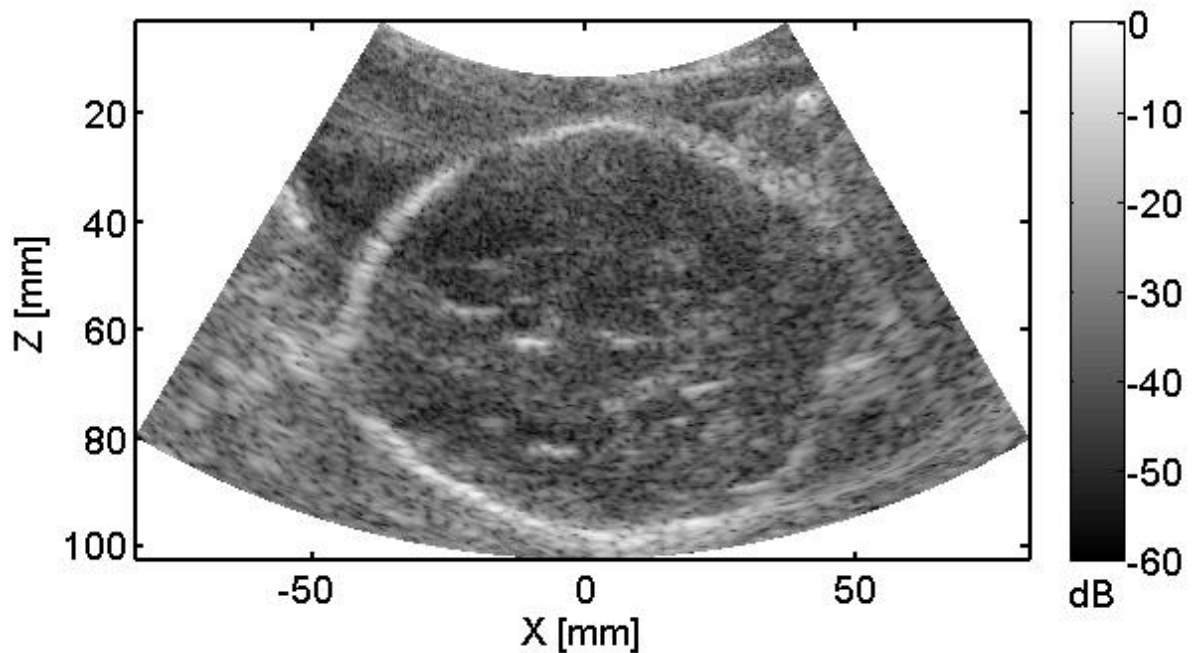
Image échographique du cerveau d'un fœtus *in-utero* en imagerie ultrarapide par onde plane obtenue par la séquence 5 du pack recherche Sonic Lab. On distingue le crâne de forme ovale et des structures échogènes du cerveau.
